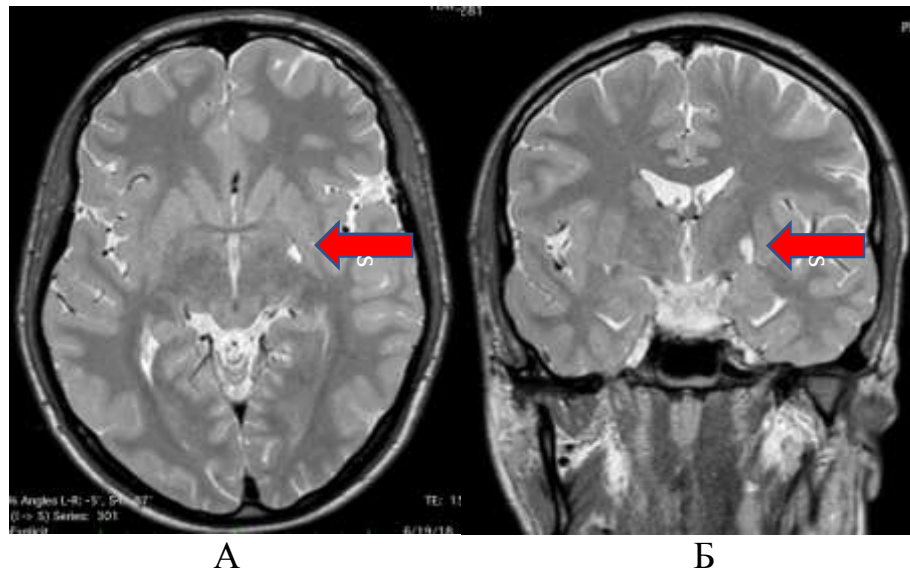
МРТ хворого В. через 10 міс після радіочастотної паллідотомії праворуч: А – аксіальна проекція; Б – коронарна проекція
